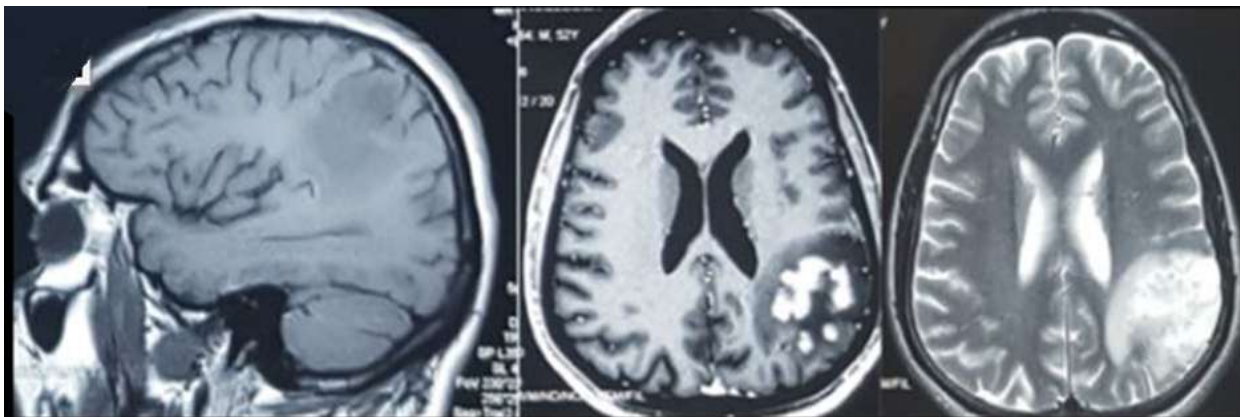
IRM cérébrale initiale (T1, T1 Gado, T2): une lésion pariétale postérieure gauche hypointense en T1, hyperintense en T2, flair et en diffusion en doigt de gant cortico sous corticale prenant le contraste sous forme nodulaire
